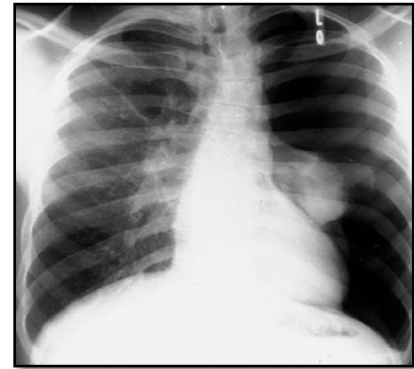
radiographie thoracique montrant un PNO
